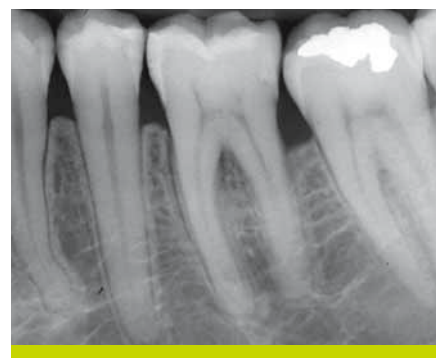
Radiographie postopératoire à deux ans montrant un comblement osseux presque complet.
